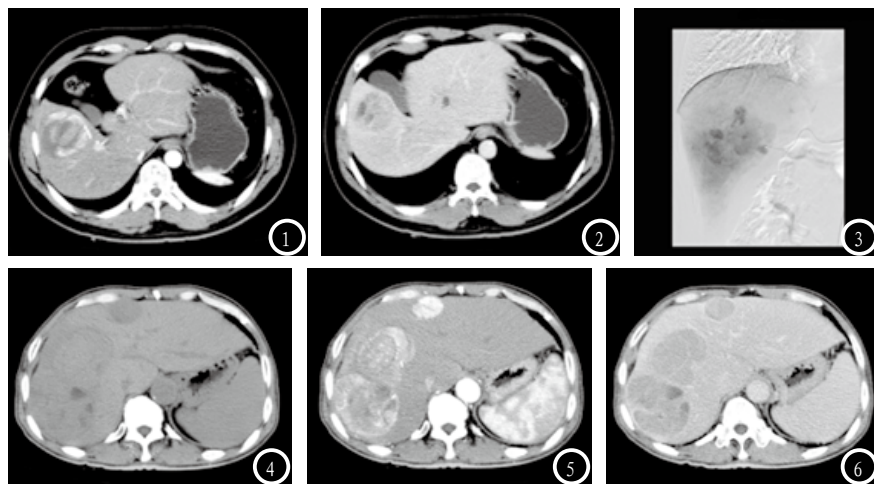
肝癌子灶影像学表现。图1 高速多排螺旋CT扫描动脉期肝左右叶病灶明显强化；图2 门脉期肝左右叶病灶强化减退；图3 DSA可见肝右叶病灶染色，肝左叶病灶（直径小于1cm）未见染色；图4 平扫肝内多个子灶呈低密度；图5 高速多排螺旋CT扫描动脉期明显强化；图6 延迟期造影剂消退，呈低密度，符合“快进快出”表现。
